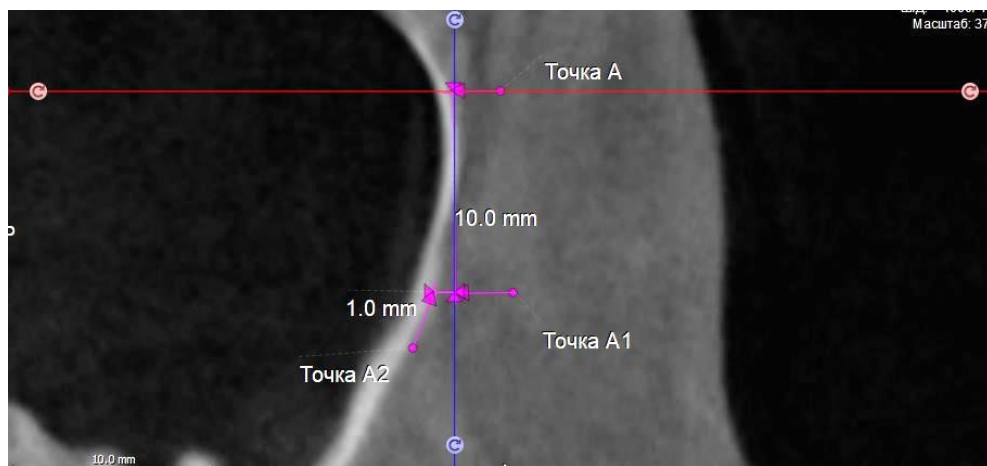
На сагиттальном срезе конусно-лучевой компьютерной томографии определяем точку A_2
